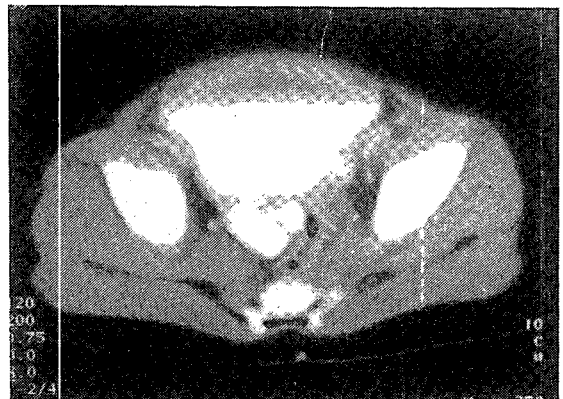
Abdominal CT shows bilateral Hutch's diverticulum
